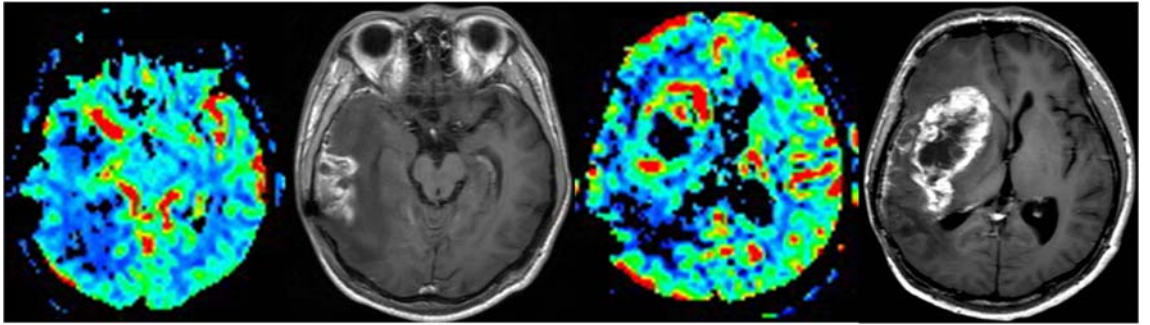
CBV in perfusion MRI. 우측; negative, 좌측; marked increased CBV.
